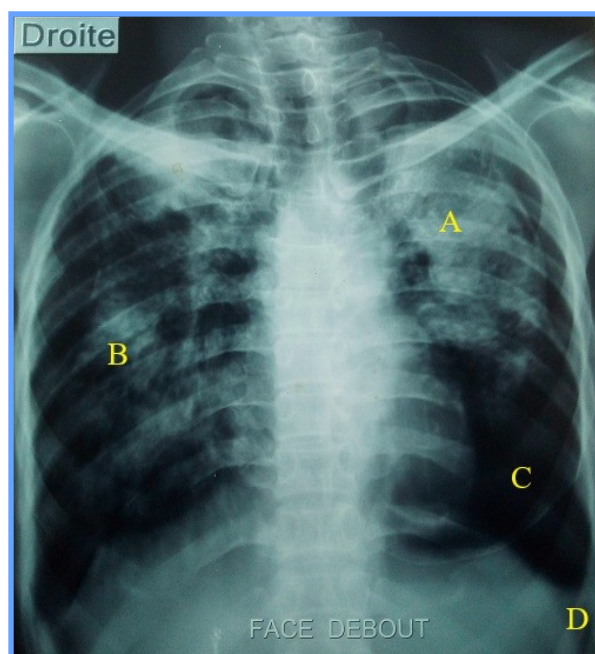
Radiographie thoracique en incidence de face, montrant une grande opacité fibrosante (A) associée à des opacités réticulo-nodulaires (B) diffuses, un emphyème pulmonaire (C), et une lame d'épanchement pleural liquidien (D), en faveur d'une silicose compliquée.
